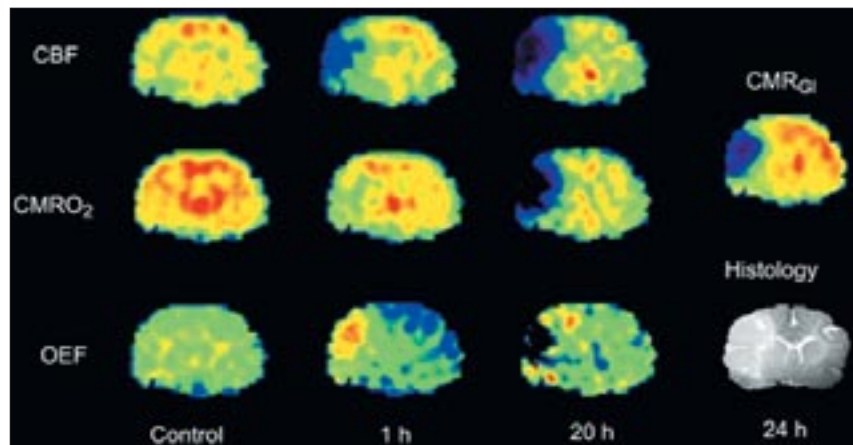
Позитронная эмиссионная томография: мозговой кровотока и метаболизм через 1, 20 и 24 ч после окклюзии СМА в экспериментальных условиях [16]. В области ишемии наблюдается снижение CBF, область пенумбры характеризуется повышением OEF (oxygen extraction fraction – доля кислорода, извлеченного из артериальной крови), «ядро» инфаркта – снижением CMRO₂ (cerebral metabolic rate of oxygen – интенсивность поглощения кислорода) и CMR_{Gl} (cerebral metabolic rate of glucose – потребление глюкозы). Инфаркт (через 24 ч после трансформации пенумбры в область необратимых изменений) соответствует области с повышенной OEF.
